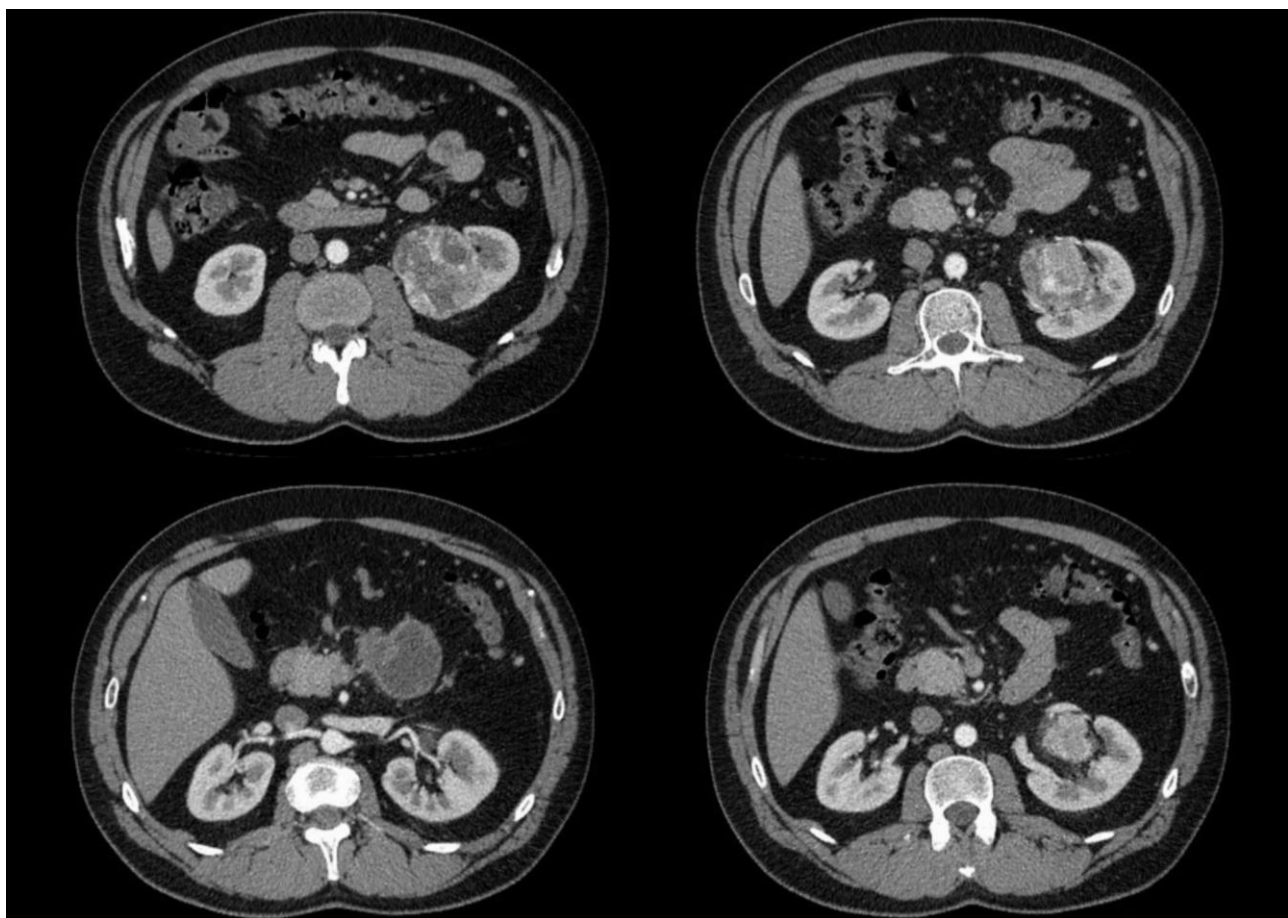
Пациент X. Аксиальные томограммы перед операцией (описание в тексте)
